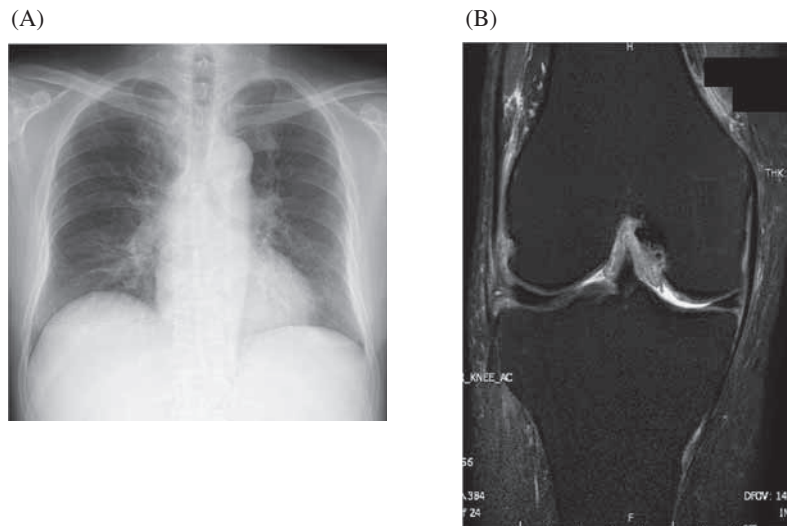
Image findings after anti-tuberculosis treatment. (A) Chest X-ray examination exhibited the disappearance of the left pleural effusion. (B) Knee MRI examination revealed enhanced joint synovial thickening.
